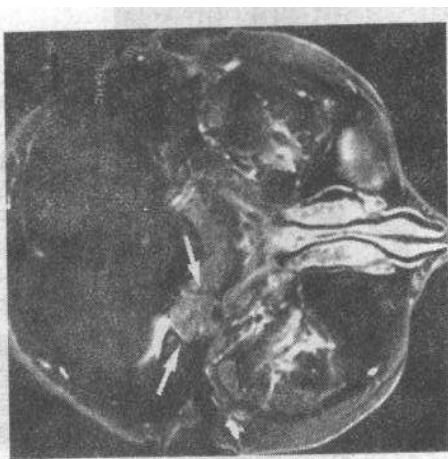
颈静脉球瘤。增强 MRI 横断面显示肿瘤位于颈静脉窝,呈不均匀强化,边界清楚(箭头)
